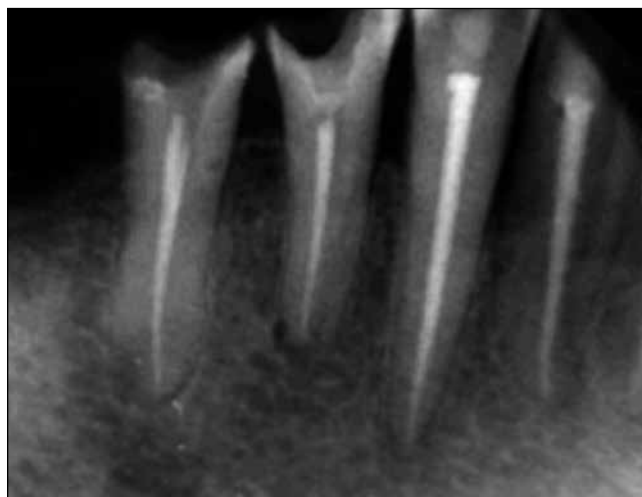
Рентгенологическая картина после проведенного эндодонтического лечения
